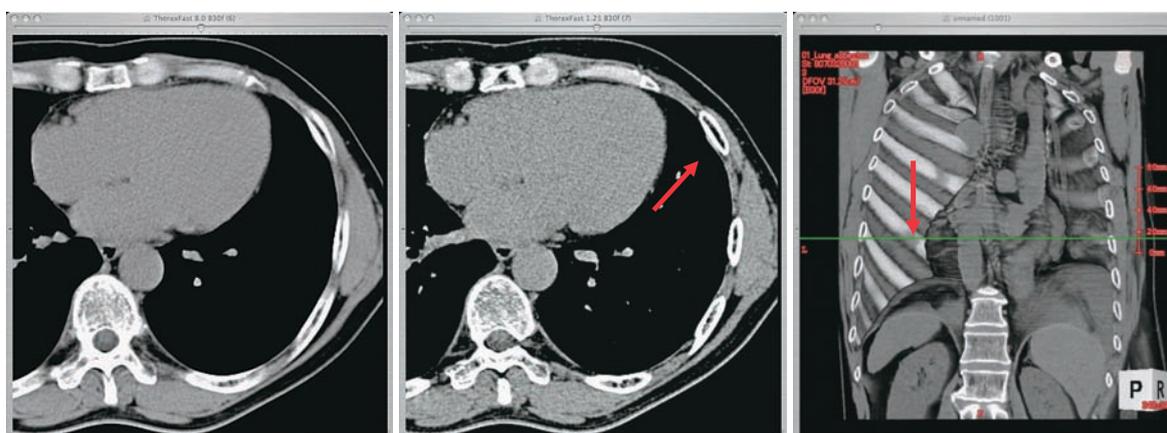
左：CT画像8ミリ厚（縦隔条件） 中：CT画像1ミリ厚（縦隔条件） 右：胸壁3D表示
